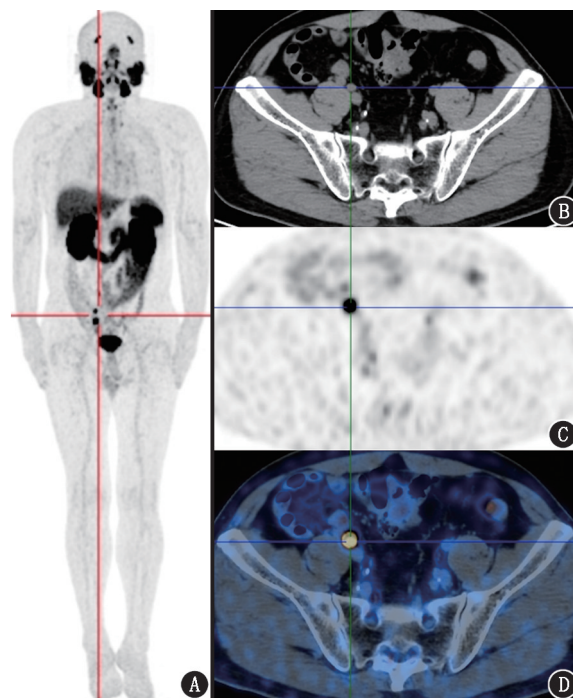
前列腺癌根治术后生化复发患者 (65 岁, 检查前 PSA = $1.1\ \mu\text{g/L}$, GS = 7 分, ISUP 分级为 3 级) ^{68}Ga -PSMA-11 PET/CT 显像图。MIP 图 (A)、CT (B)、PET (C)、PET/CT 融合 (D) 图像示右侧髂外血管旁 PSMA 高摄取病灶
